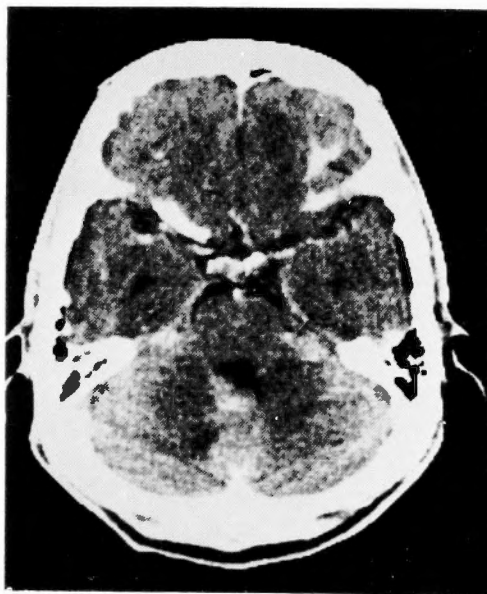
CT finding (enhanced CT)
